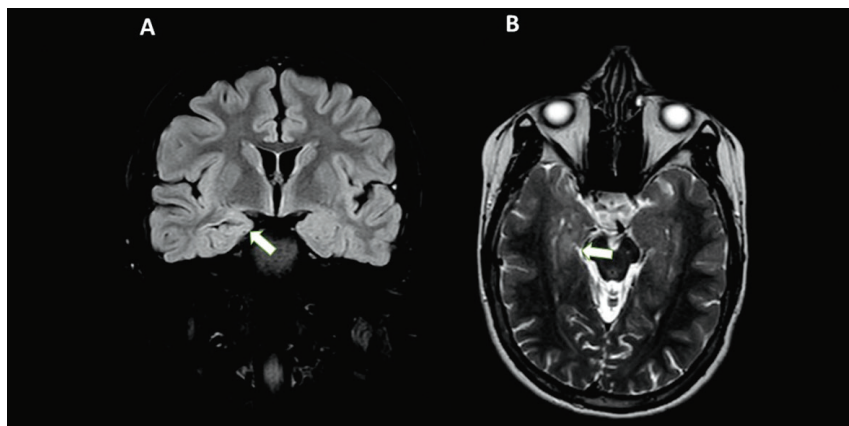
Resonancia magnética A) Imagen de RM en ponderación FLAIR corte coronal y B) RM en T2 axial, muestran disminución del volumen del hipocampo derecho, con áreas de hiperintensidad cortical y subcortical. (flechas). Cortesía Dr. Juan Carlos Guerra. Hospital Axxis.
